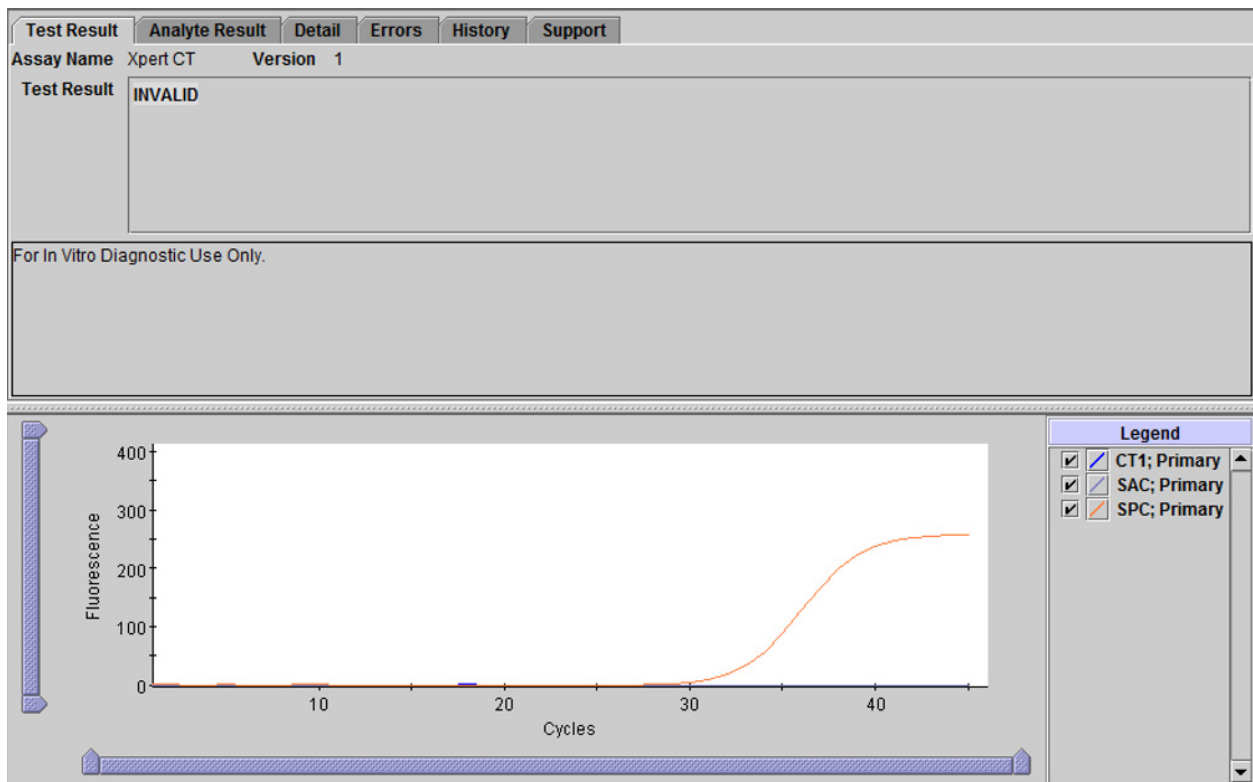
Xpert CT\_NG - Μη έγκυρο αποτέλεσμα
